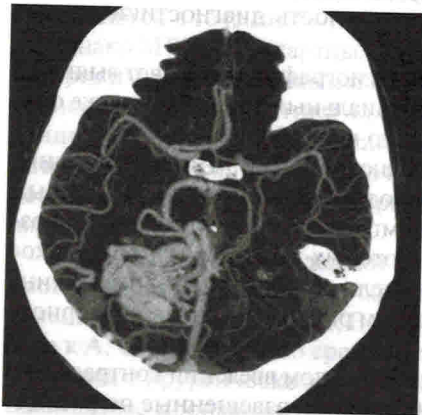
КТ-ангиография.
